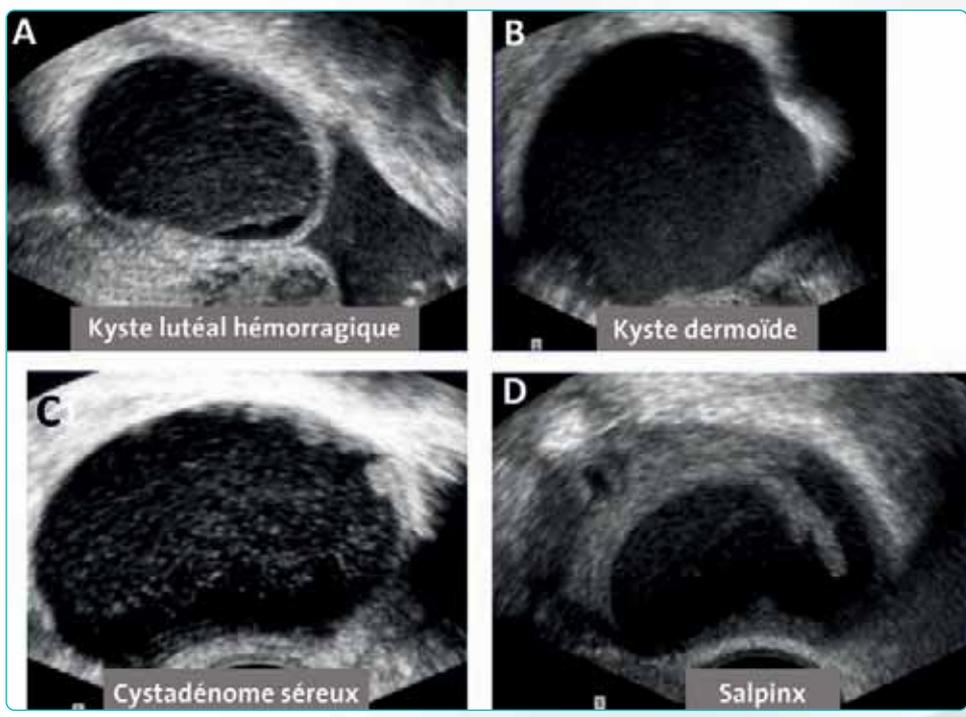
Malgré le rôle premier de l'échographie, cet examen peut manquer de spécificité, d'où l'intérêt des techniques complémentaires (en particulier de l'IRM). Les diverses lésions suivantes ont une présentation kystique à l'échographie, mais correspondent en fait à un kyste lutéal hémorragique (patient A), à un kyste dermoïde (patient B), à un cystadénome séreux (patient C) et au salpinx (patient D).
